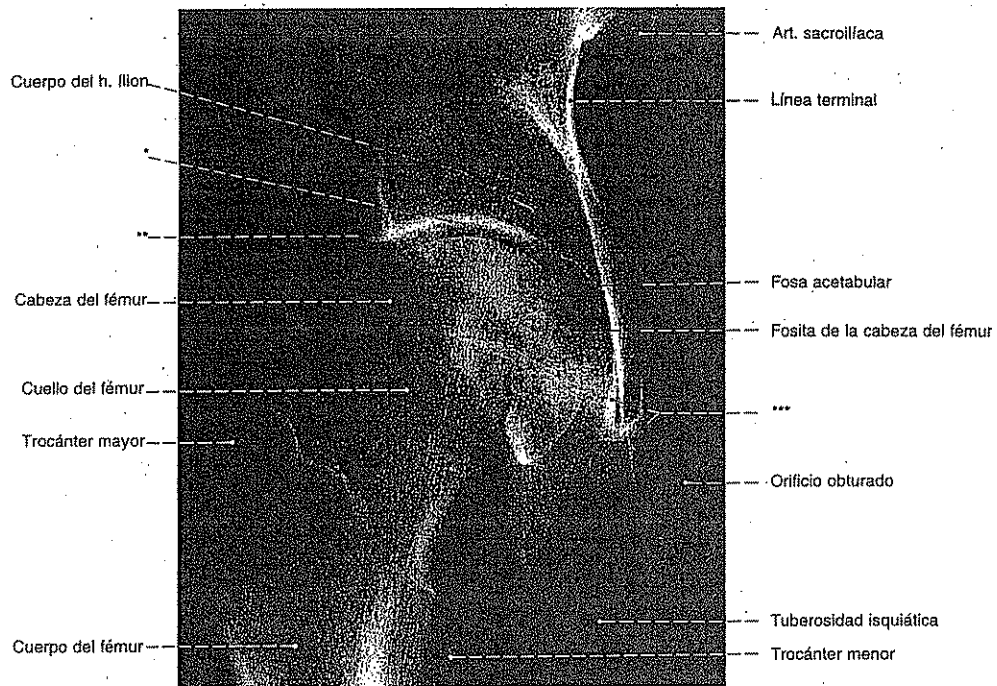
Radiografía AP de la articulación coxofemoral; proyección en bipedestación.
